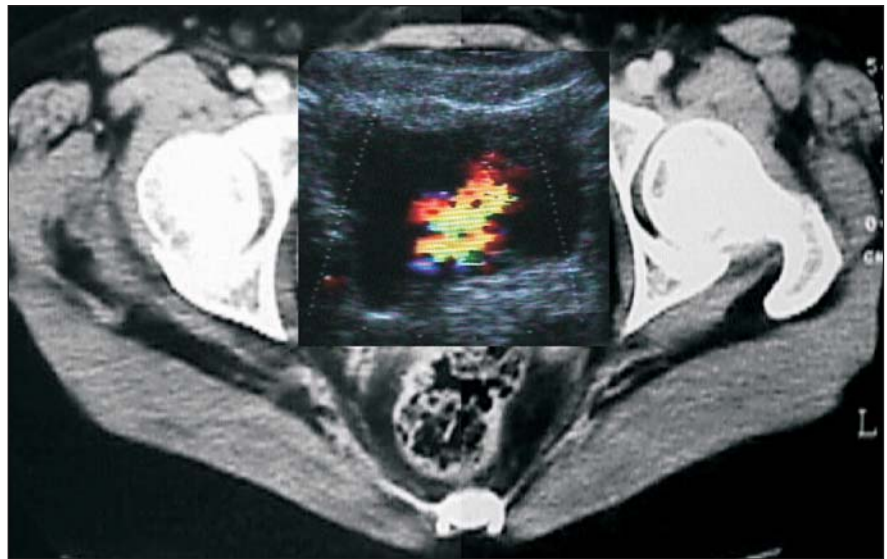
Ultra-sonografia com Doppler colorido ao nível da bexiga, no plano axial, evidenciando jato urinário intravesical bilateral.
